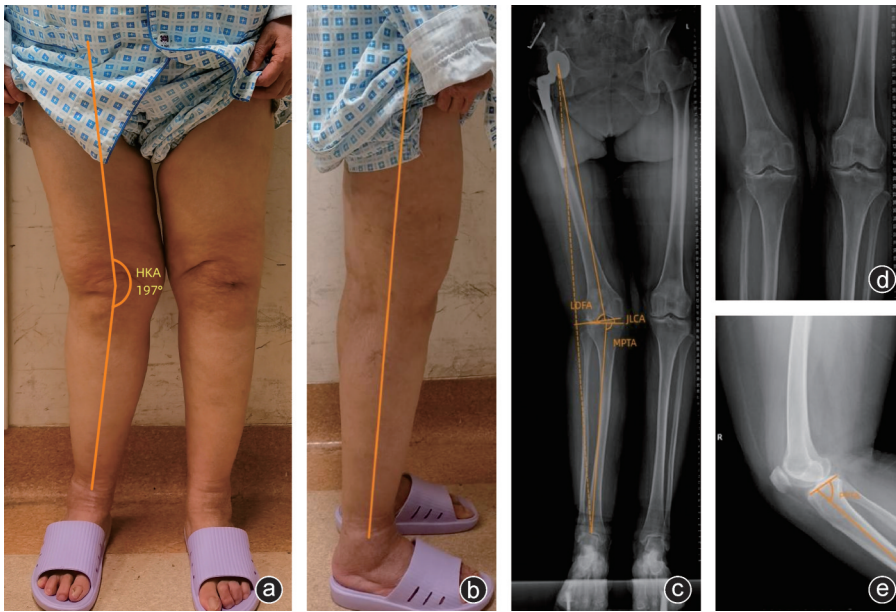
病例2,女,右侧膝重度骨关节炎 a:正位外观照示右膝外翻畸形;b:侧位外观照示未见明显畸形;c:术前下肢全长X线片示右膝严重外翻畸形;d:双膝正位X线片示右膝关节外侧间隙明显狭窄;e:侧位X线片
